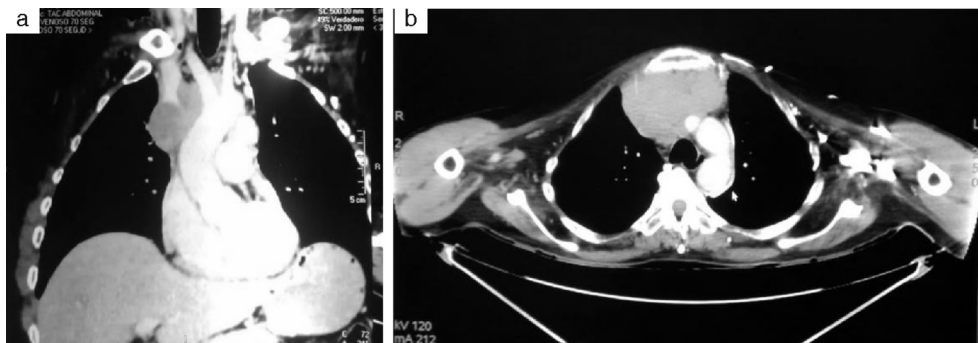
Tomografía de tórax con contraste endovenoso. a) Reconstrucción coronal, b) Ventana mediastinal, se observa la masa con circulación colateral por oclusión de la vena innominada. La flecha indica la dilatación de la vena intercostal superior izquierda.
